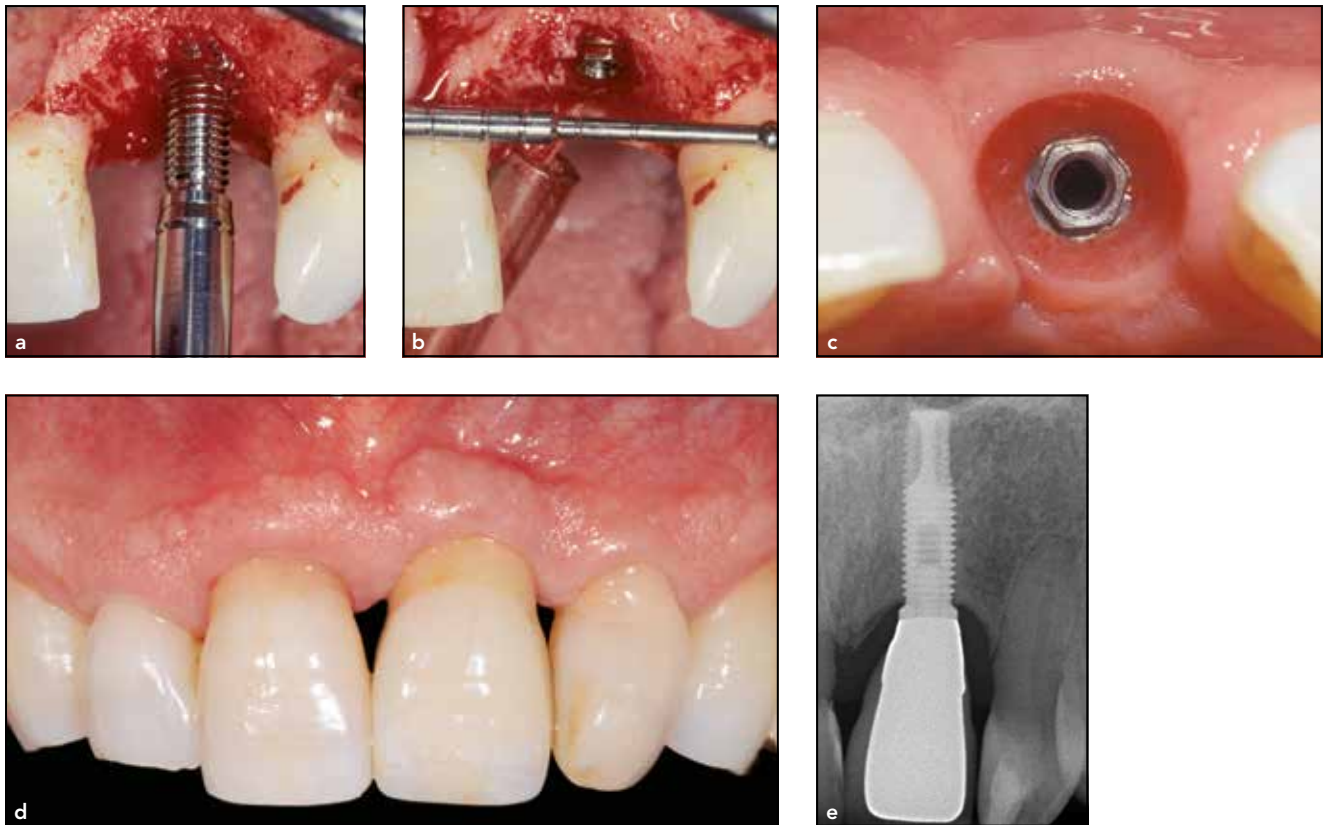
(a) Un impianto a superficie macchinata con un collare lucido e una connessione esterna è stato usato per sostituire l'incisivo centrale sinistro mascellare, che è stato perso a causa del riassorbimento della radice in un paziente con perdita ossea incipiente generalizzata. (b) La piattaforma dell'impianto è stata posizionata a livello crestale. (c) In un periodo di 3 mesi, il tunnel della mucosa è stato modificato da una corona provvisoria avvitata la cui morfologia cervicale è stata progressivamente aumentata. (d) Aspetto clinico della corona in metallo-ceramica avvitata 22 anni dopo il posizionamento dell'impianto. (e) Follow-up radiografico 22 anni dopo che l'impianto è stato esposto e caricato.
